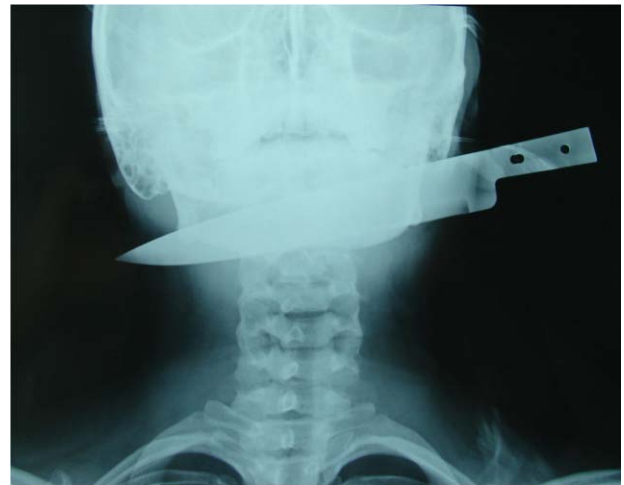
Radiografía del acercamiento, en donde se ubica el instrumento punzocortante.
